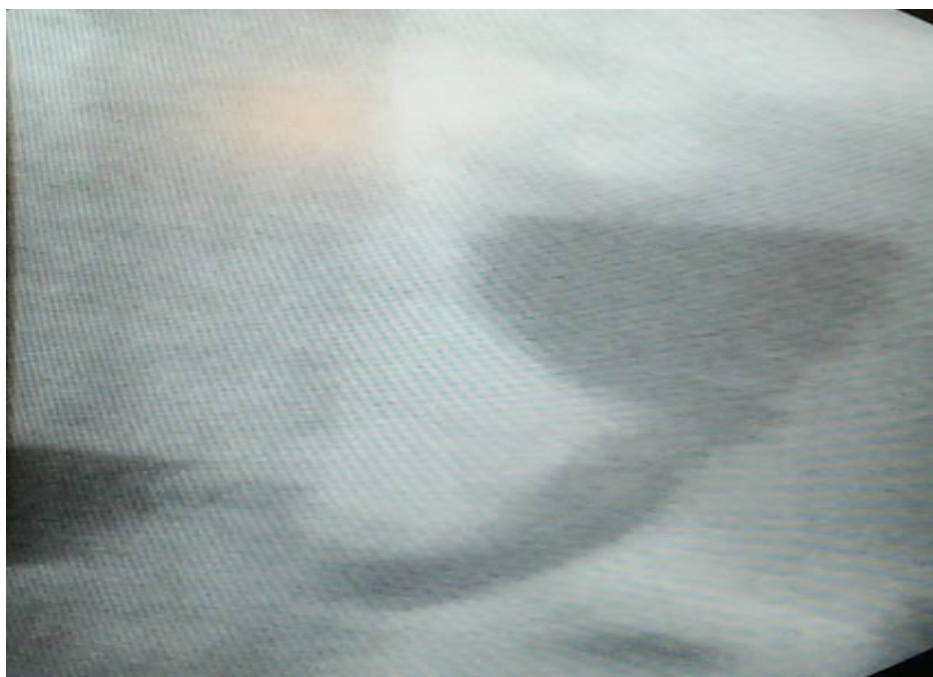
Рентгеноскопия пищевода и желудка на 7 сутки после операции.
